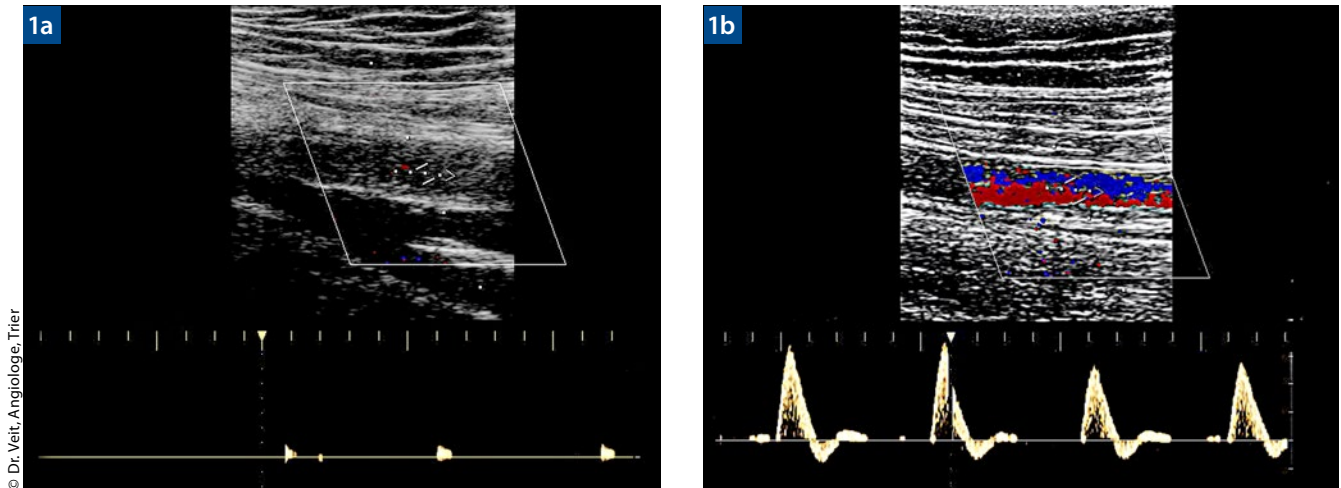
Duplex-Sonografie der linken Arteria femoralis superficialis mit langstreckigem Verschluss (a). Rechts (b) unauffälliger Befund.
